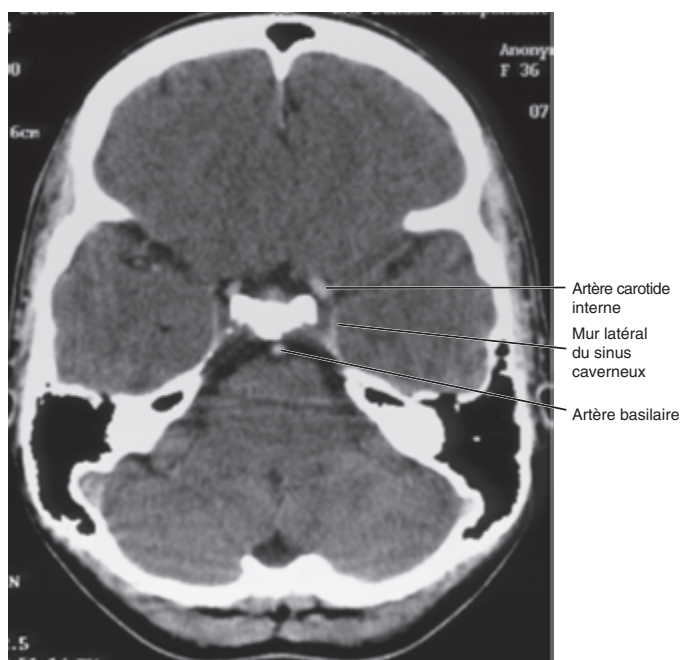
TDM du cerveau avec rehaussement de contraste.
